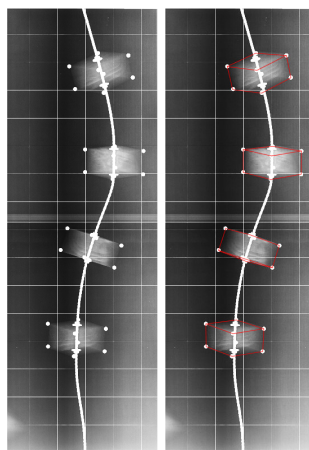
Radiografia da estrutura dos blocos.
